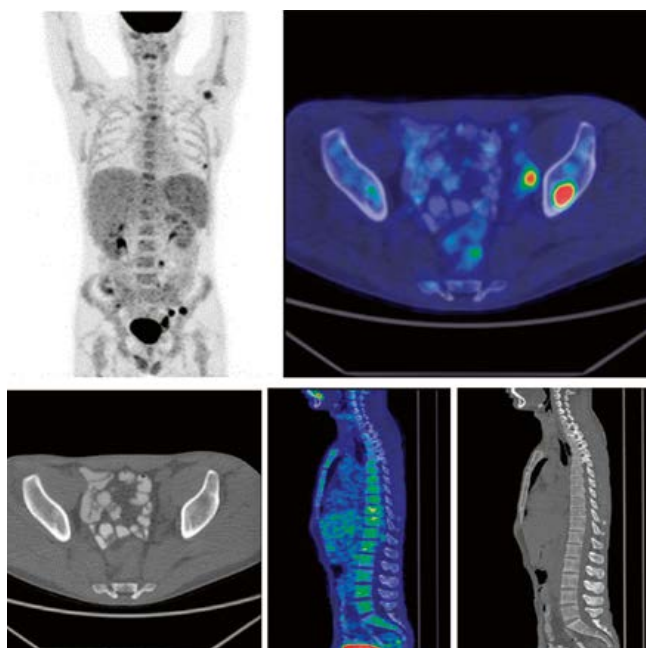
Пациент О., 22 года. Смешанное поражение костного мозга (диффузно-очаговое), SUV_{max} в очагах – 4,11 и SUV_{max} в диффузном поражении – 3,95.
